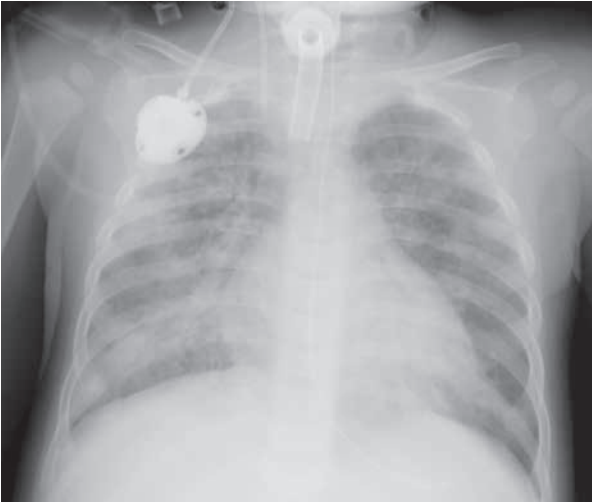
Radiografía tórax.
